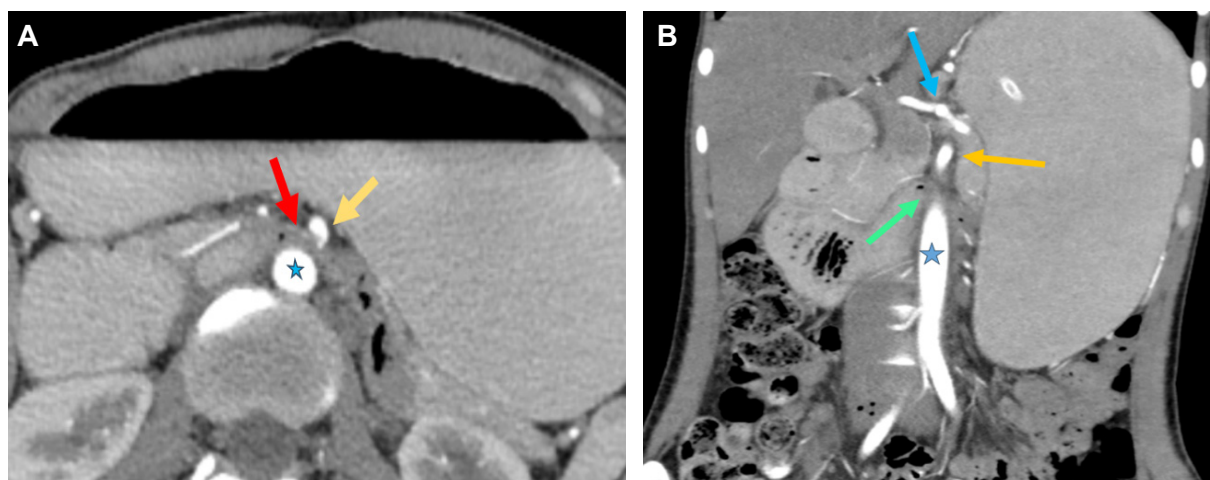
A. Corte axial de la tomografía computarizada abdominal con contraste oral y endovenoso donde se aprecia compresión de la tercera porción del duodeno (flecha roja) por la arteria mesenterica superior (flecha amarilla) y distension de la cámara gástrica; la aorta abdominal está señalada con una estrella azul. B. Corte coronal donde se identifican la aorta abdominal (flecha azul), el tronco celiaco y sus ramas (flecha azul), la arteria mesentérica superior (flecha amarilla) y la compresión del duodeno a nivel de la pinza aorto-mesentérica, con dilatacion retrograda del duodeno (flecha verde). Fuente: los autores.
